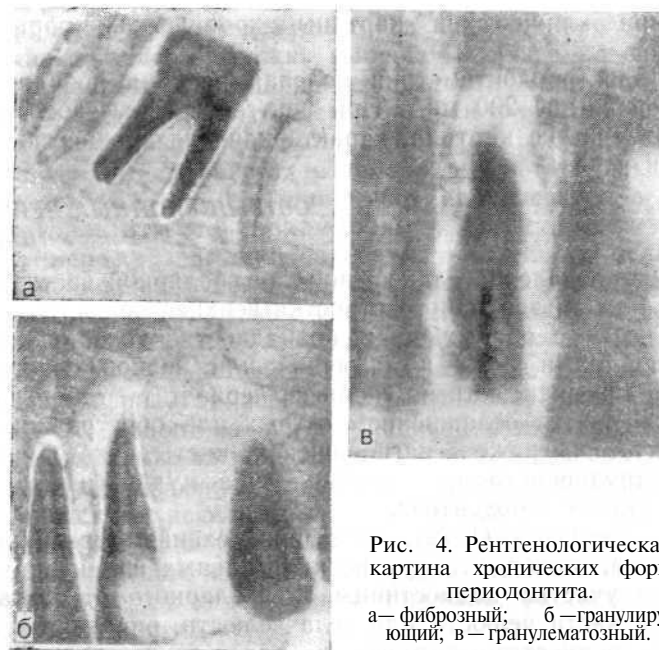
Рентгенологическая картина хронических форм периодонтита.
